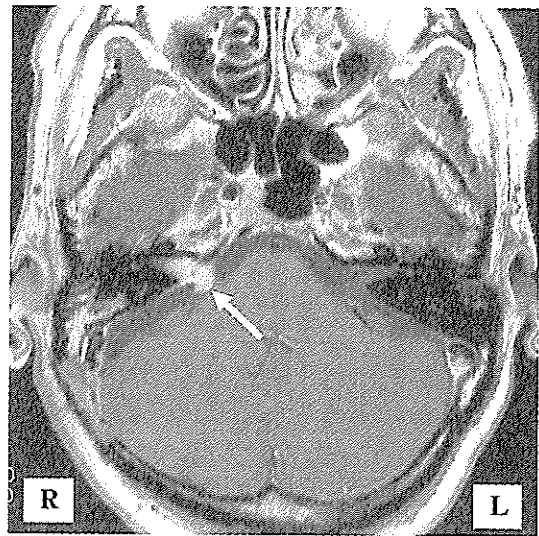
手術後4カ月目のMRI。残存腫瘍が集中して小塊を形成している(矢印)。この状態であればガンマナイフ治療も安全に施行出来る。
